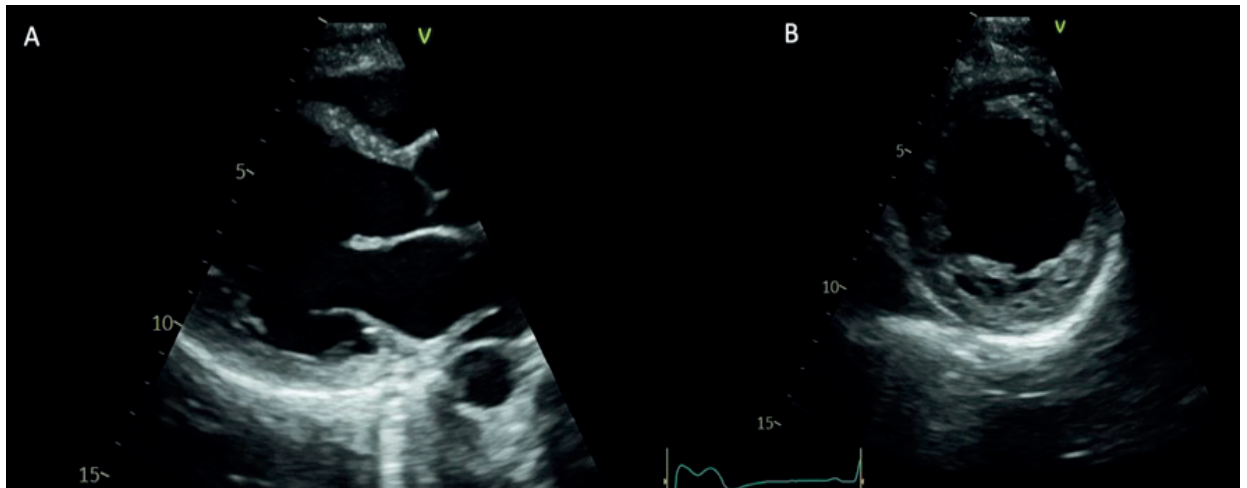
Ecocardiograma transtorácico. A-B: enfoque paraesternal eje largo y corto respectivamente que evidencia un ventrículo izquierdo moderadamente dilatado con pérdida de su geometría (remodelado esférico).
